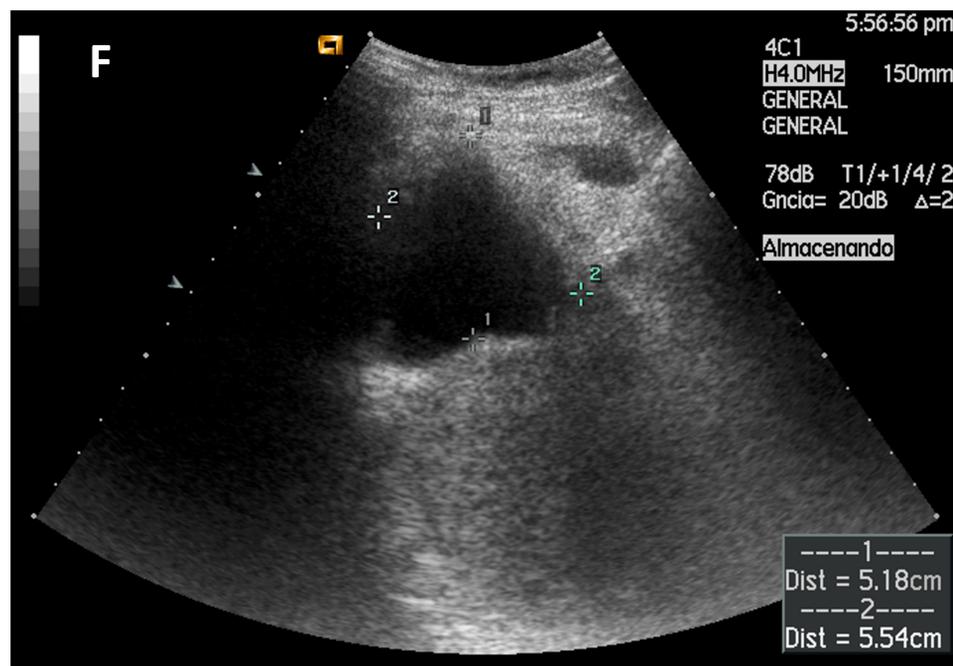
Imagen E y F. Biloma extrahepático visualizado por ecografía abdominal.
